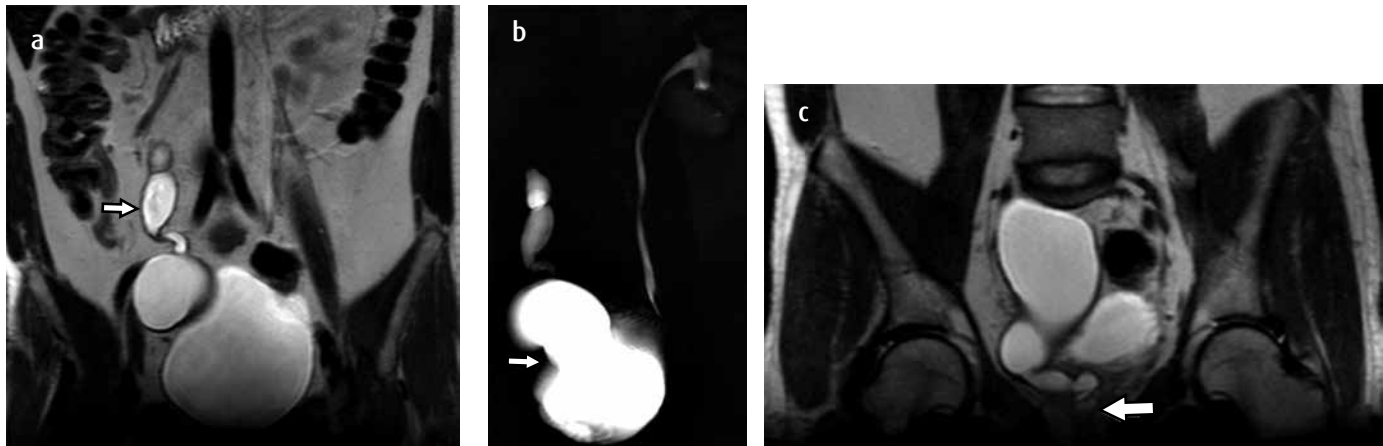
Ureter ectópico que drena en un utrículo prostático: hombre de 35 años de edad, con infección de vías urinarias a repetición. La ecografía inicial mostró una estructura tubular en la pelvis comunicada con una lesión quística en la próstata. Urografía por RM en 3T. a) Corte coronal potenciado en T2 con dilatación y tortuosidad del tercio medio y distal del uréter derecho (flecha), sin parénquima renal evidente de este lado. b) Reconstrucción 3D coronal, con el sistema colector izquierdo normal y un uréter derecho dilatado sin riñón aparente (flecha). c) Corte coronal potenciado en T2 de pelvis, que demuestra un uréter dilatado ectópico drenando a un utrículo prostático (flecha).
